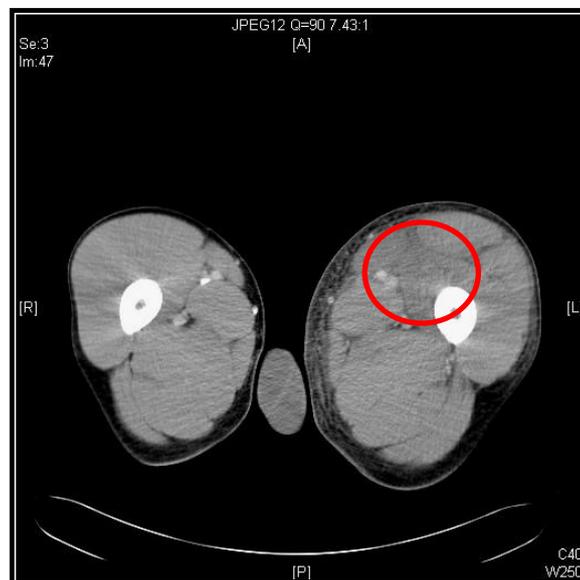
Computertomografische Angiografie, Axialschnitt: Bild einer septischen Phlebothrombose im Bereich der linken Vena femoralis mit Lufteinschlüssen. Umliegendes Gewebe deutlich entzündlich imbibiert.
